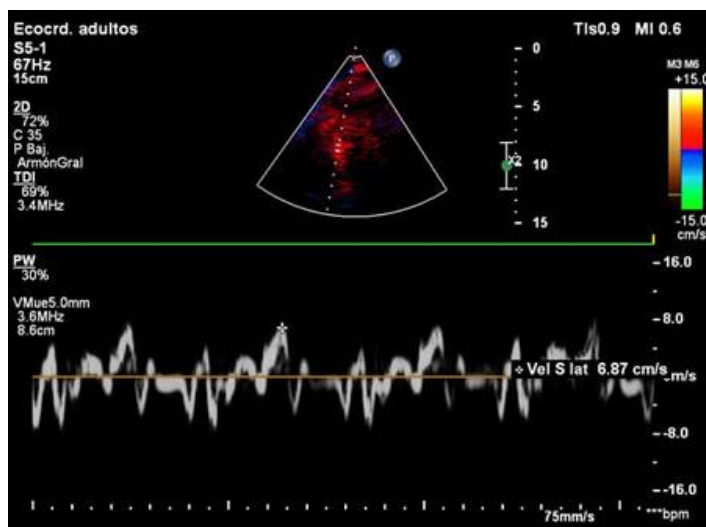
El estudio de TDI (según siglas en inglés) nuestra isquemia tisular por doppler.
